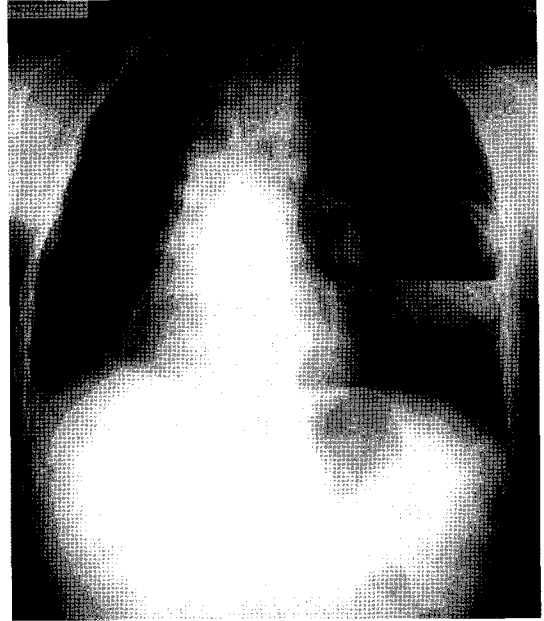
Anteroposterior chest radiograph, made on admission, shows an acute infection of the pneumatocele with air-fluid level.
